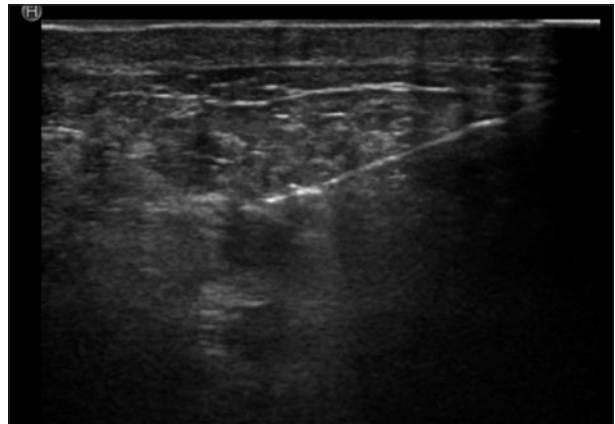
Ultrasonido de mama que muestra imagen hipocóica, irregular, de bordes angulados. Se observa además aguja de corte para biopsia de dicha imagen.
